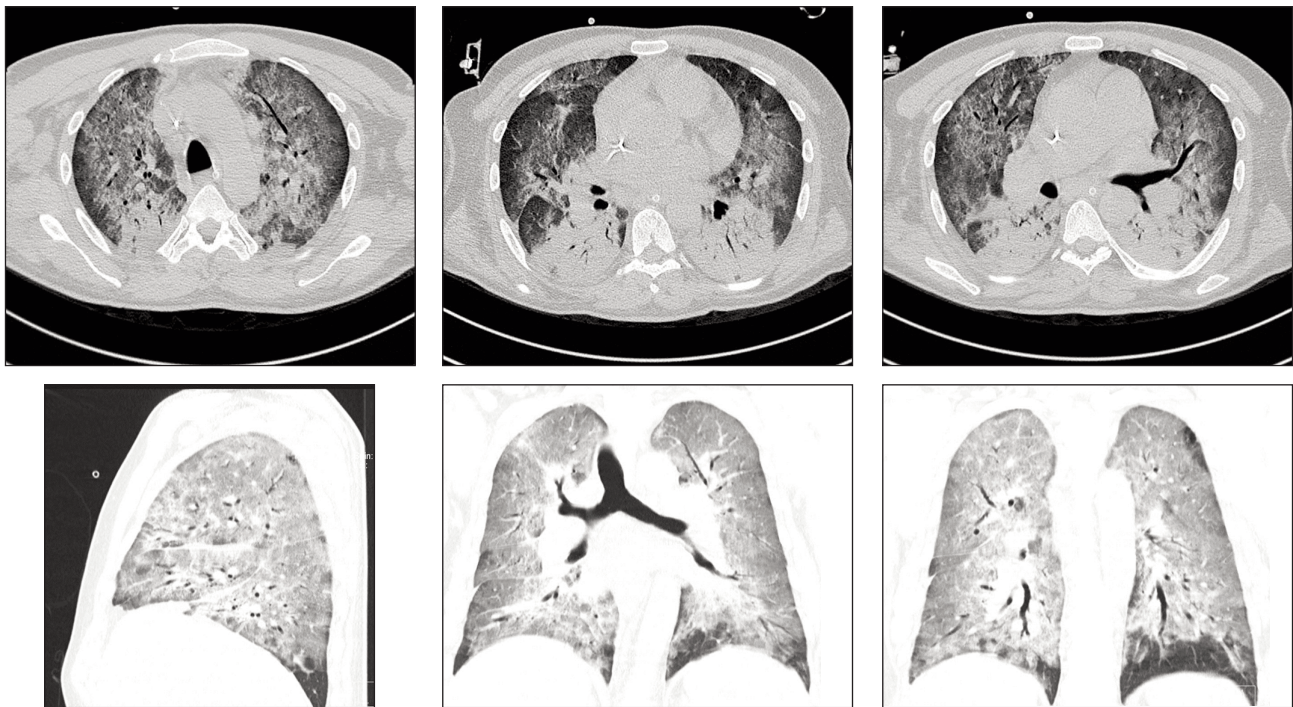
КТ-признаки СЧС. Периферические уплотнения легочной паренхимы по типу матового стекла и консолидации, центрилобулярные очаги, утолщение стенок бронхов, увеличение калибра периферических легочных сосудов. Двусторонние легочные инфильтраты, эозинофильная пневмония.
